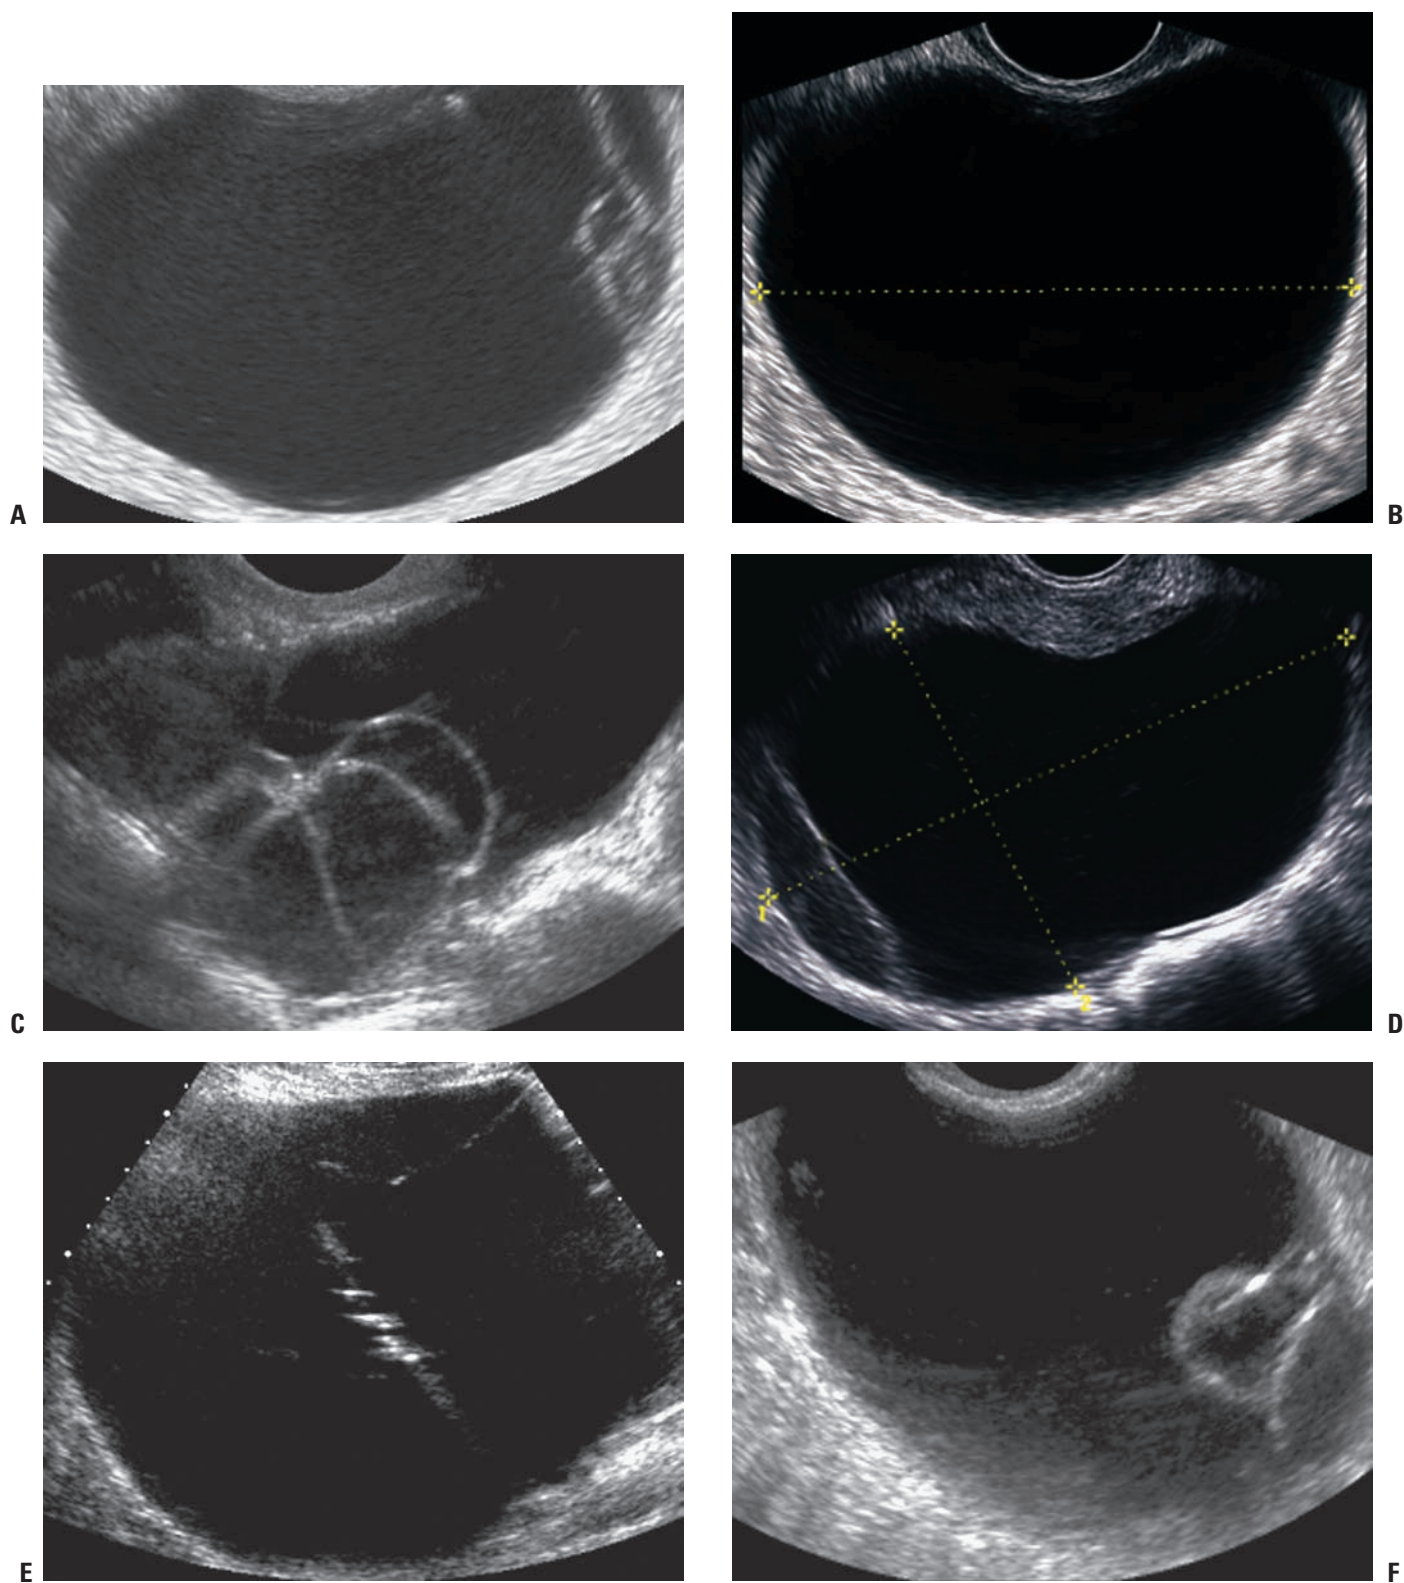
Immagini ecografiche in scala di grigi di cist(aden)oma sieroso e di cist(aden)oma mucinoso, che presentano caratteristiche sovrapponibili. A, B, C. Cistoadenomi sierosi. D, E, F. Cistoadenomi mucinosi.
